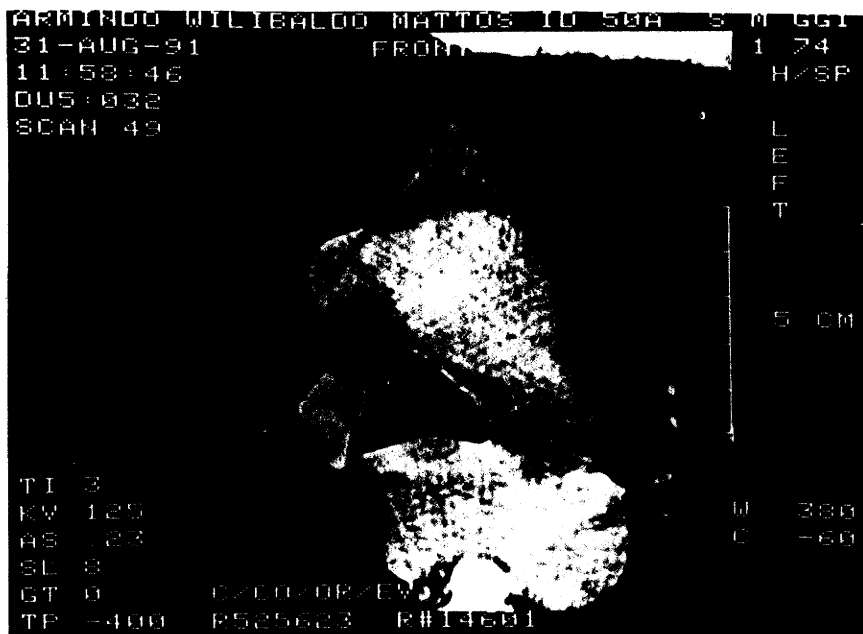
TAC com contraste IV magnificada. Observa-se compressão traqueal e invasão do mediastino. Paciente da casuística
